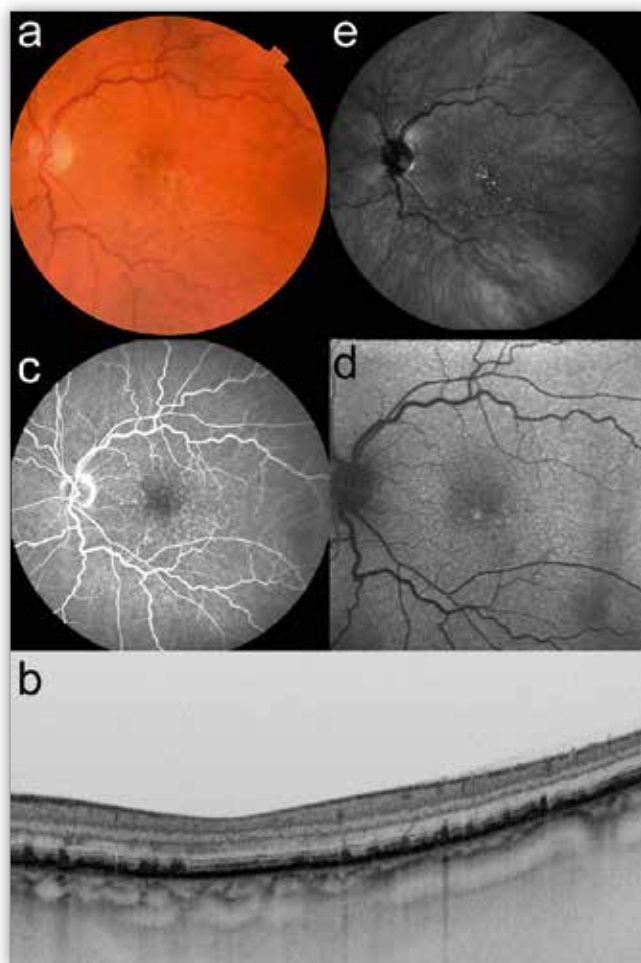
Cuticular drusen: a. – color fundus photography, b., b1. – swept-source optical coherence tomography, c – fluorescein angiography, d – fundus autofluorescence, e – infrared fundus photography.
